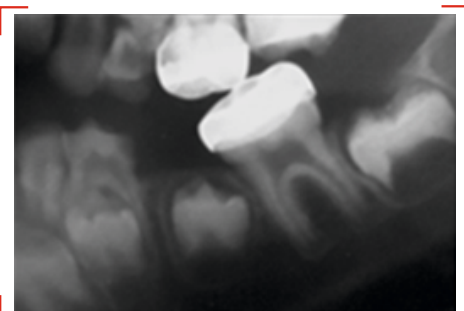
Radiographie panoramique (Patient 5) : le germe de la 35 bloqué sous la coiffe pédodontique de la 46.
